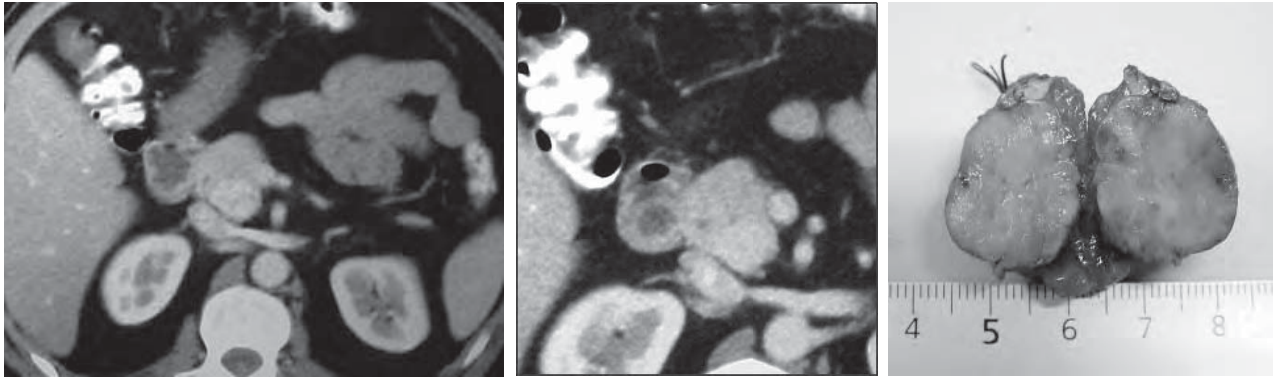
/3.- Insulinoma benigno. TAC en fase arterial y venosa y pieza operatoria (Gentileza Dr. A. Rolle y J. Ferrer).
